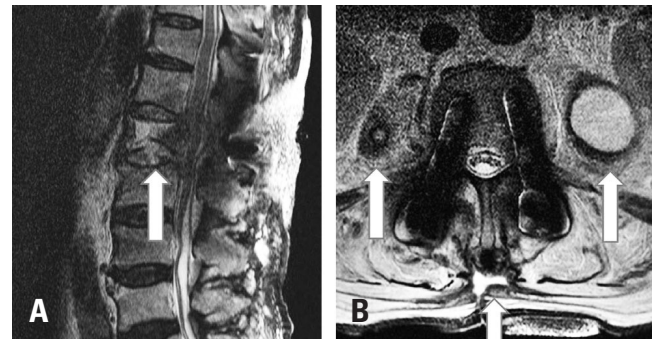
Magnetic resonance imaging (sagittal view, axial view) shows osteomyelitis of the L3 vertebra body (A) and large fluid collection on both psoas muscles (B) in an 86-year-old patient who had posterior fusion from T12 to L3.
